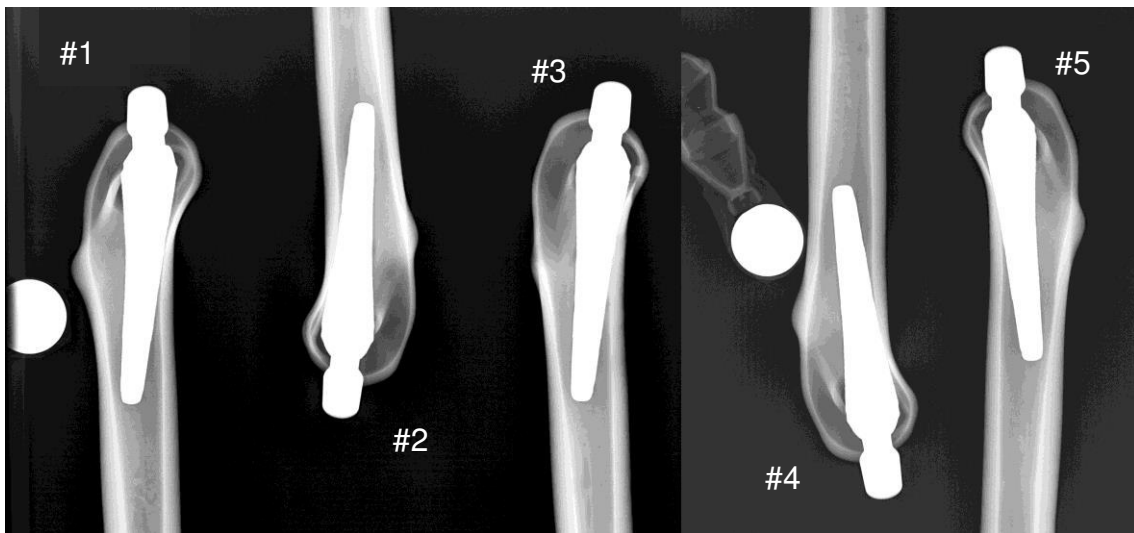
Röntgenbild des MiniHip-Kurzschachtsystems in ML-Ansicht bei valgischer Schaftstellung.
